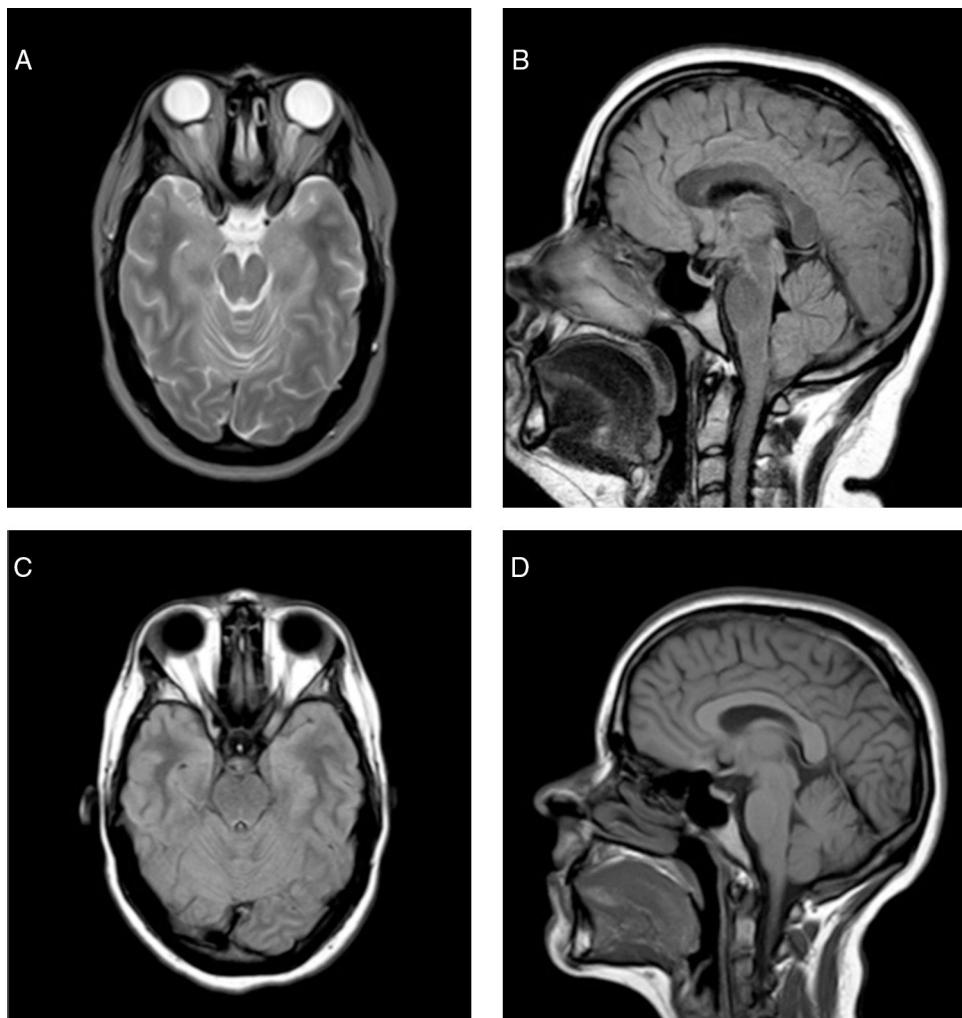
RM cerebral basal: A) T2 axial: se identifica una ectasia de la vaina de ambos nervios ópticos, con prominencia de ambas papilas ópticas como signos de HII. B) FLAIR sagital: silla turca parcialmente vacía. Leve descenso de amígdalas cerebelosas hasta alcanzar el plano del agujero magno. RM cerebral, 6 meses tras cirugía bariátrica. C) FLAIR axial: resolución de los hallazgos orbitarios. D) T1 sagital: leve elevación de las amígdalas cerebelosas con respecto al estudio previo.
